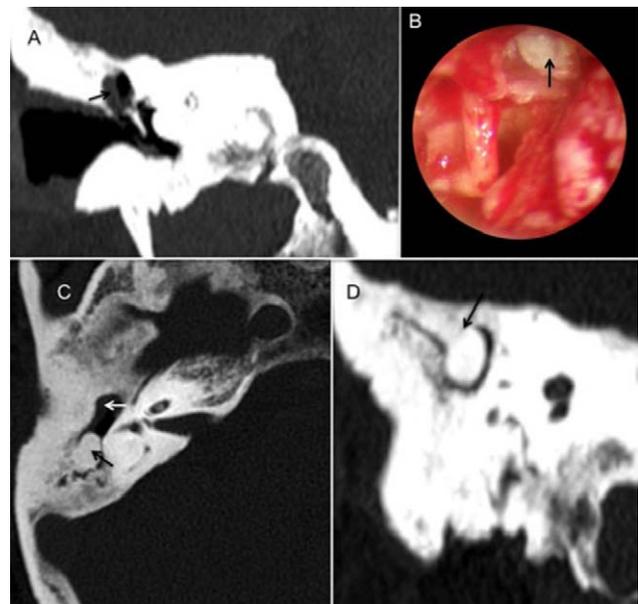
A) TC de oído, plano coronal, que muestra una ocupación por material de partes blandas con destrucción parcial de la cadena osicular (flecha) en relación con un colesteatoma. B) Visión intraoperatoria del cuadrante timpánico posterosuperior donde se muestra el colesteatoma (flecha). C) TC de oído, plano axial, donde se observa el osteoma mastoideo derecho (flecha negra) como una lesión esclerosa y de límites bien definidos, localizada a nivel del ático y canal ático antral. D) TC de oído, plano sagital, donde se muestra el osteoma mastoideo derecho (flecha) tiene como base de implantación el techo del ático.
